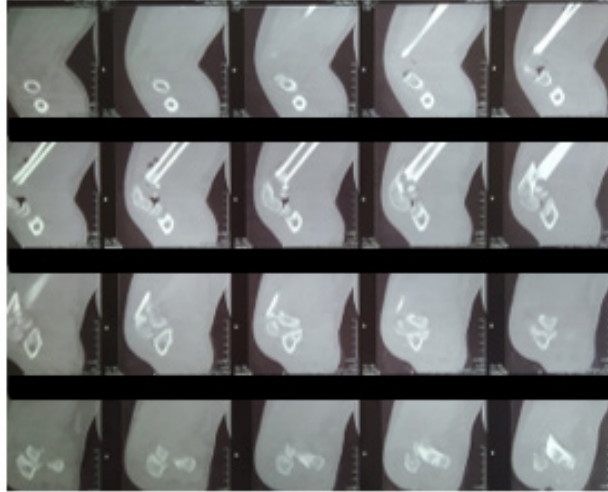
Tomografía Axial Computarizada de articulación del codo.
